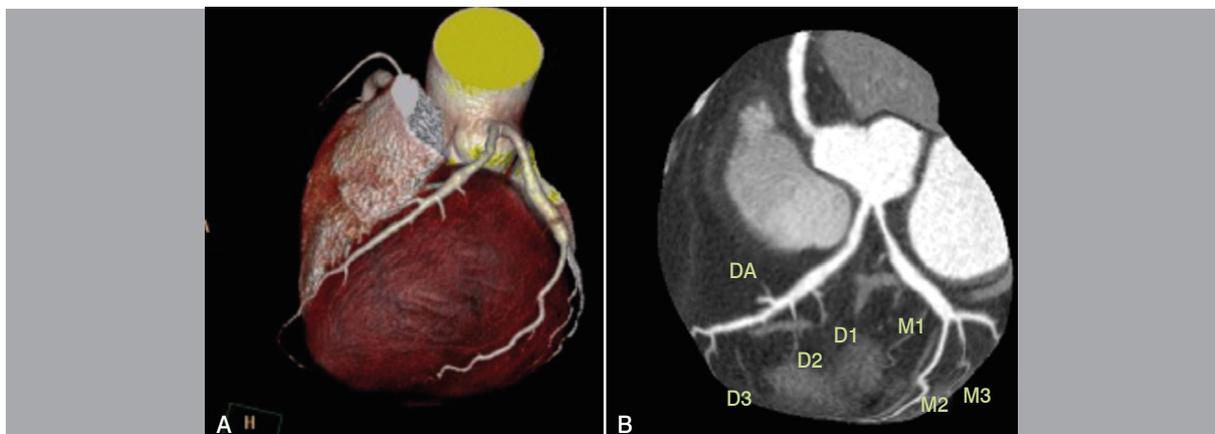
A presença de óstios isolados da artéria descendente anterior e da artéria circunflexa (ausência de tronco da coronária esquerda), é uma anomalia congênita que não se associa com morte súbita e é compatível com vida ativa e sem limitações, como no caso desta paciente que realizou tomografia de artérias coronárias por apresentar dor atípica e ter testes funcionais inconclusivos.
